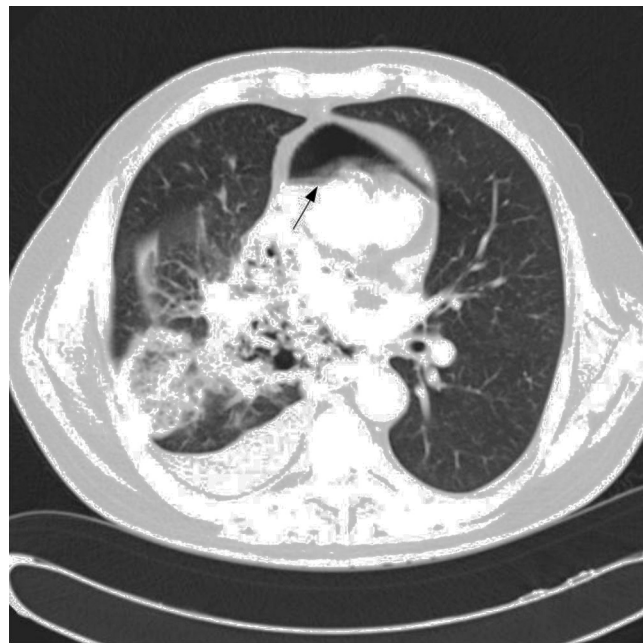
TC de tórax en la que se observa un gran tumor del pulmón derecho con invasión directa del mediastino; neumomediastino (flecha) en situación anterior al corazón.
